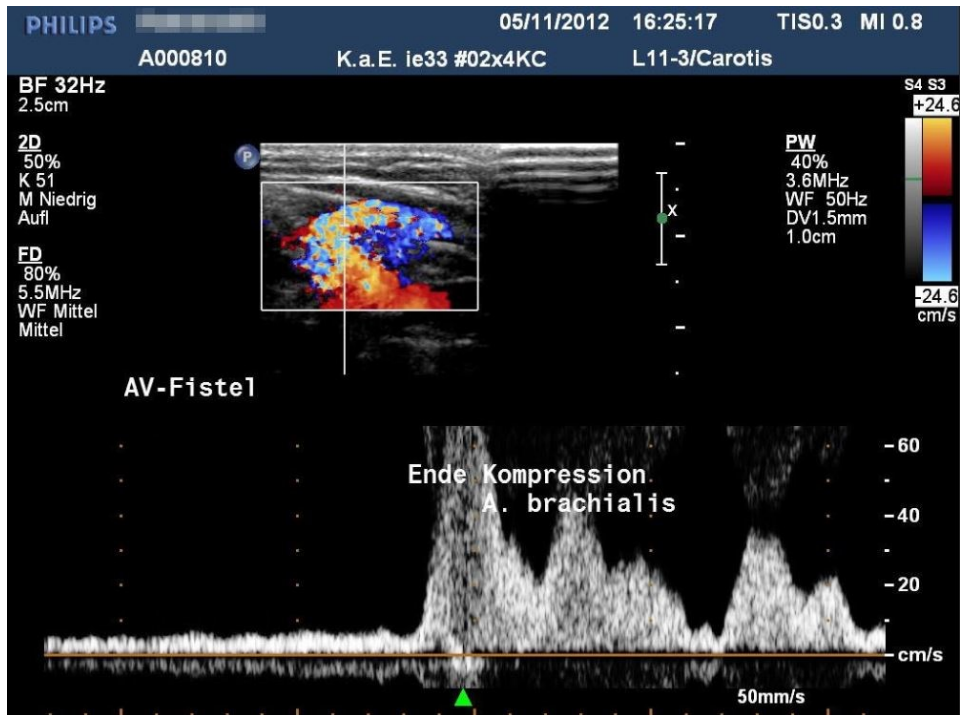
Arteriovenöse (AV-)Fistel von der proximalen A. radialis ausgehend, Längsschnitt (links distal, rechts proximal), farbcodierte Duplexsonografie kombiniert mit pw-Doppler-Sonografie. Die A. brachialis war komprimiert worden, nach Freigabe des Blutflusses erkennt man den hohen Fluss durch die Fistel von der im Bild unten liegenden A. radialis (rotes Fluss-signal) zur oben liegenden Vene (blaues Fluss-signal). In der Fistel selbst tritt als Ausdruck der hohen Flussgeschwindigkeit das Aliasing-Phänomen auf (Farbumschlag von hellrot nach hellblau bei Überschreitung der Alias-Geschwindigkeit, in diesem Fall 24,6 cm/s). Vor Freigabe des Flusses in der A. brachialis (linker Bildteil) langsamer kontinuierlicher Fluss, nach Ende der Kompression findet sich dann ein pulsatiler Fluss (rechter Bildteil, zwei Flussprofile).
